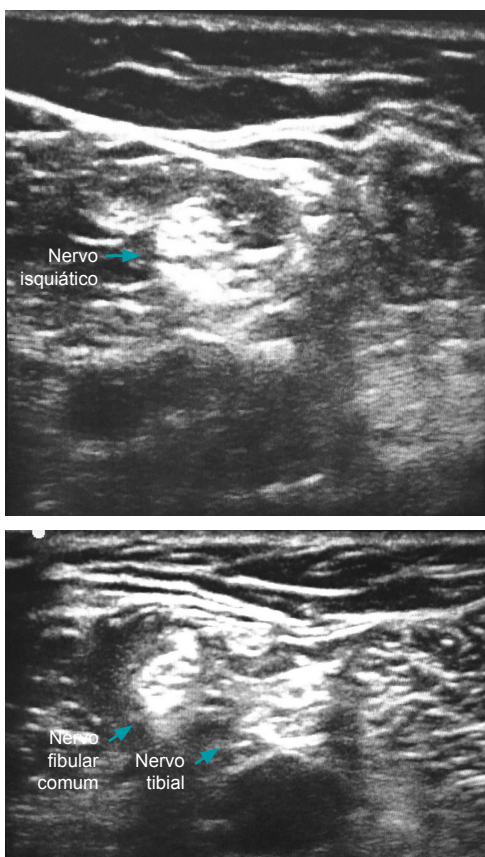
Bloqueio do nervo isquiático na fossa poplíteia: estruturas identificadas por ultrassonografia.
